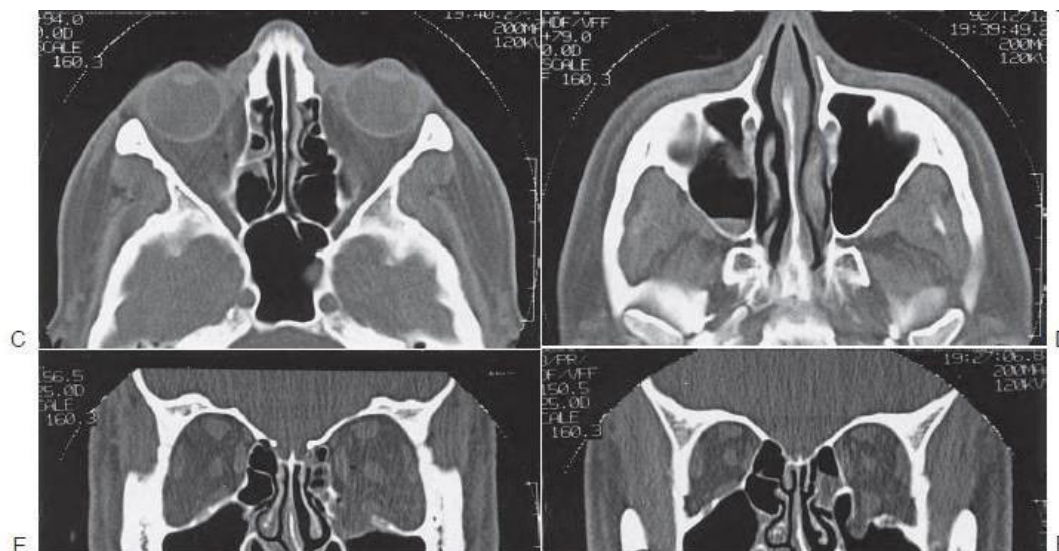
A-D, Tomografías computarizadas que muestran detalles exquisitos de un paciente sin una fractura de ZMC que demuestra una anatomía normal. A, TC coronal escanear a través del borde orbital medial. Uno debe estar alerta a la posibilidad de fracturas en esta área. Si el desplazamiento lateral de la medial el borde orbital pasa desapercibido, la alineación adecuada de la llanta infraorbitaria hará que el ZMC se desplace lateralmente. B, TC coronal solo posterior al globo. La exploración coronal es particularmente útil para evaluar el estado de la pared medial y el piso de la órbita. Uno debería Comparar cuidadosamente el tamaño de las órbitas y el contorno del piso y las paredes. La exploración coronal también es extremadamente útil para evaluar el posición de la eminencia malar. Uno puede seguir el contorno de la eminencia malar inferiormente a lo largo del contrafuerte cigomaticomaxilar. ZMC las fracturas tienen una alteración de esta área y la eminencia malar a menudo gira inferomedialmente en el seno maxilar. C, TC axial en el nivel del medioglobo. Esto permite la evaluación de la pared medial, la pared lateral y el borde orbital lateral, y la posición de los globos en relación con la órbita ósea y entre sí. D, TC axial justo debajo del borde infraorbitario, a nivel del cigomático arco. Esta vista es útil para mostrar el estado del arco cigomático, la proyección de las eminencias malares y las fracturas a lo largo del superficie infratemporal de la ZMC. E y F, TC coronal de la órbita que muestra una ubicación común del piso orbital y fracturas de la pared medial. Tenga en cuenta el aumento en el volumen orbital que acompaña a estas lesiones. Los defectos de fractura pueden ser pequeños y tener poco tejido orbital herniando en los senos. Muchos defectos asociados con las fracturas de ZMC son más grandes que el que se muestra.
